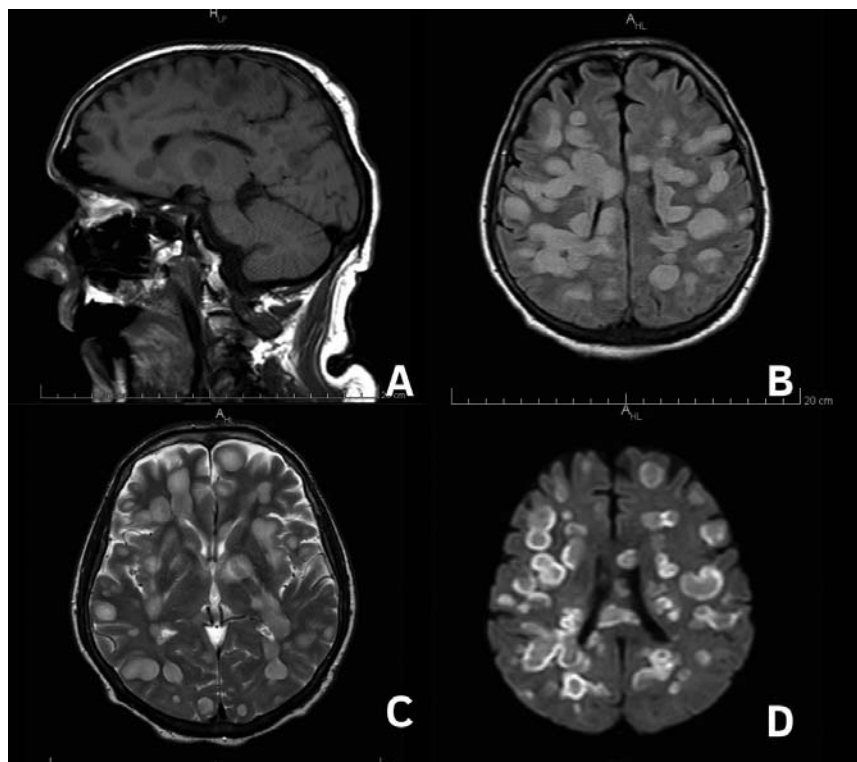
МРТ головного мозга на 8-й день появления первых жалоб: А — сагиттальный срез в T1-режиме; В — аксиальный срез в T1-режиме; С — аксиальный срез на уровне базальных ядер, T2-режим; D — аксиальный срез на уровне мозолистого тела, контрастирование. Определяются множественные крупные очаги гиперинтенсивные на T2-взвешенных изображениях и FLAIR, умеренно гипоинтенсивные в T1-взвешенных изображениях, в базальных ядрах, мозжечке, перивентрикулярно, в лобных, височных, теменных и затылочных долях головного мозга
